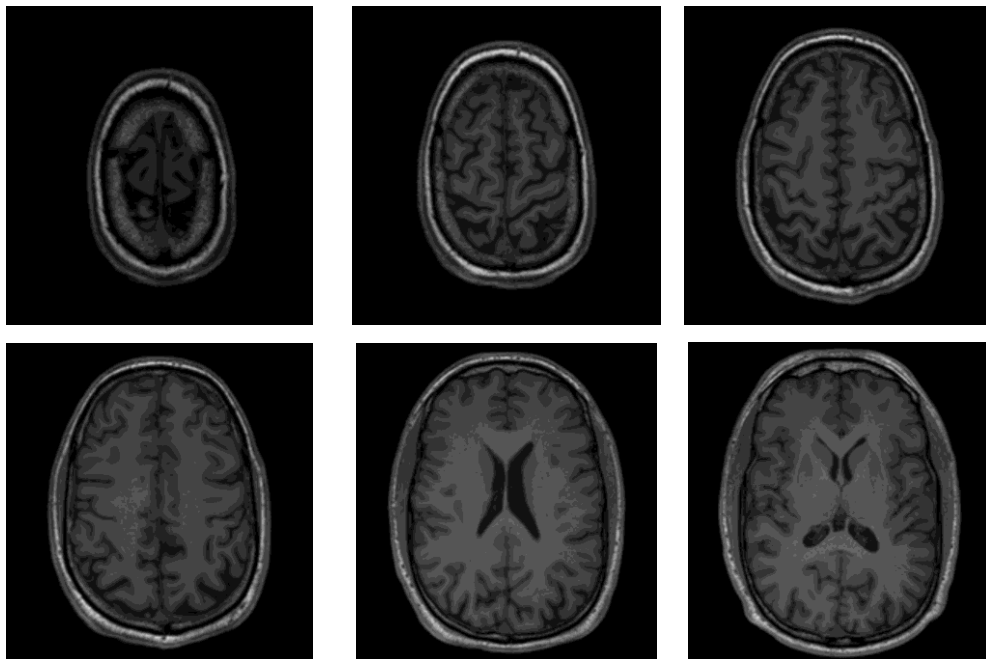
MRT-Schnittbilder eines menschlichen Gehirns
